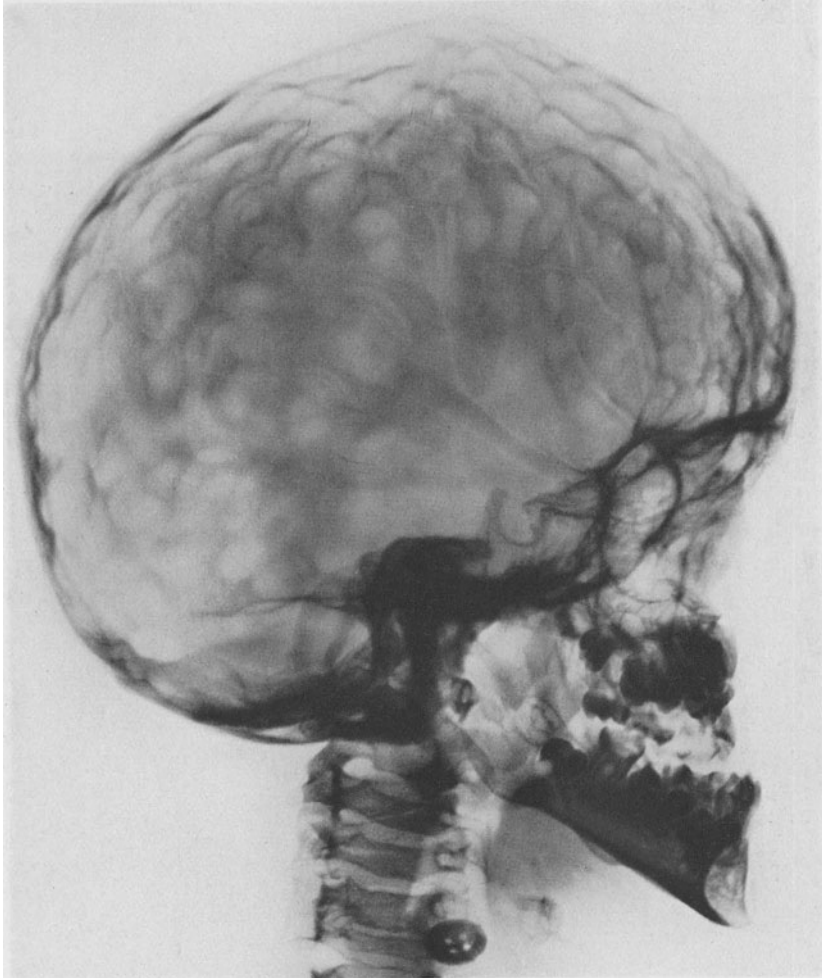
Röntgenbild von kraniofacialer Dysostose. Derselbe Fall wie Abb. 48. Starke Impressiones digitatae. Vorwölbung in der Gegend der großen Fontanelle. Synostose der Nähte.
